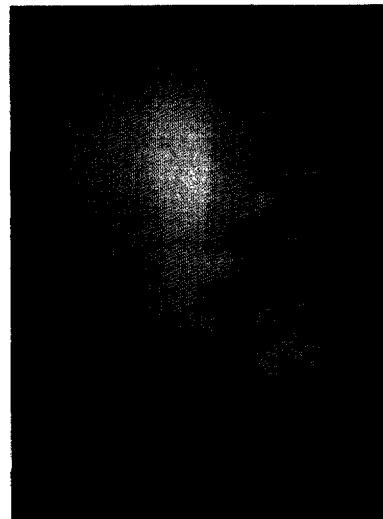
술후 2주경 좌측 안구부위의 지속적인 유루증이 존재하였으며, 좌측 누관에 조영제를 주입한 후, 방사선 사진상에서 폐쇄된 누관의 소견이 관찰된다.
